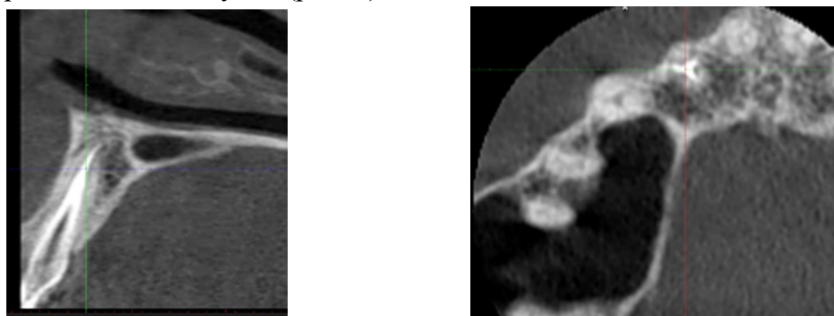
CBCT after endodontic treatment of 15, 14 teeth
